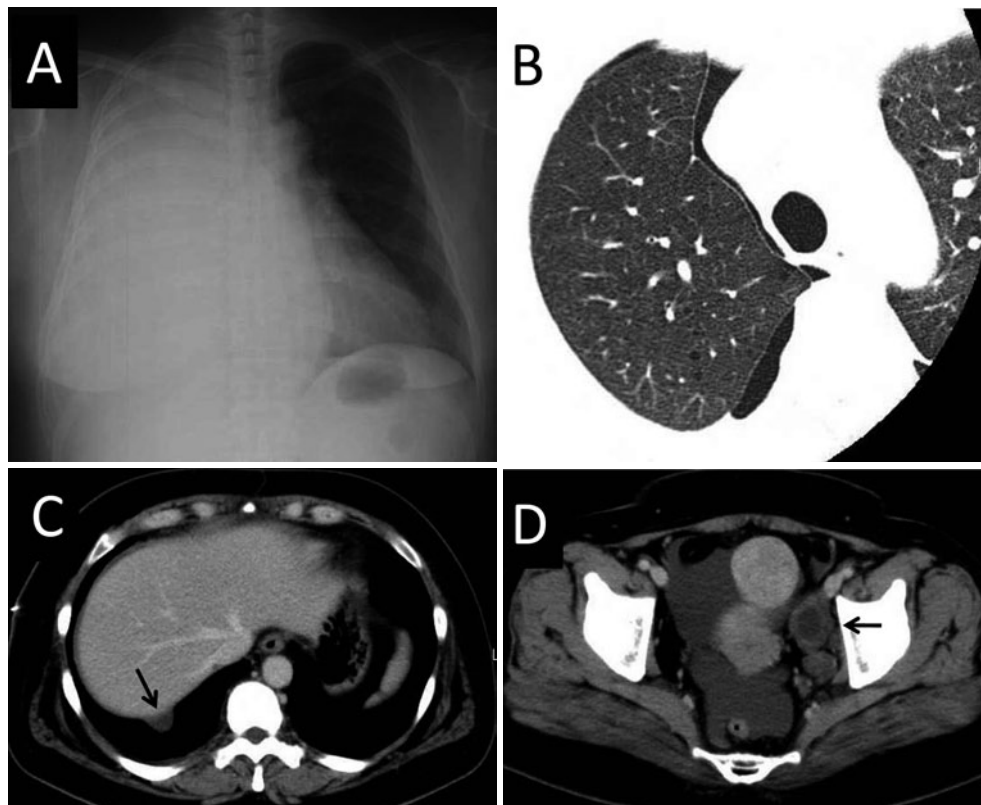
(A) Chest X-ray film on admission shows right pleural effusion. (B) HRCT of the chest revealed multiple thin-walled cysts in both lung fields and the right pneumothorax after drainage. (C, D) Contrast-enhanced CT of the abdomen revealed a protrusion on the right diaphragm (C, arrow), a small amount of ascites, a retroperitoneal tumor near the left iliac vein (D, arrow), and uterine fibroids.
